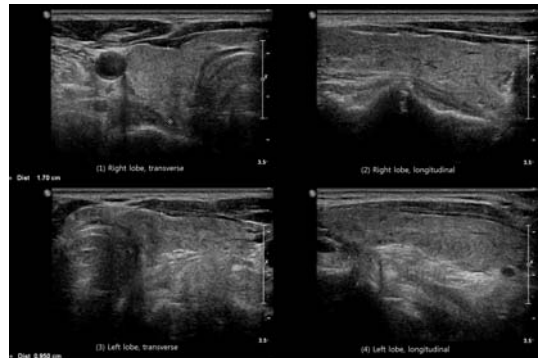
Thyroid sonography (1)~(2) : right lobe, (3)~(4) : left lobe.
